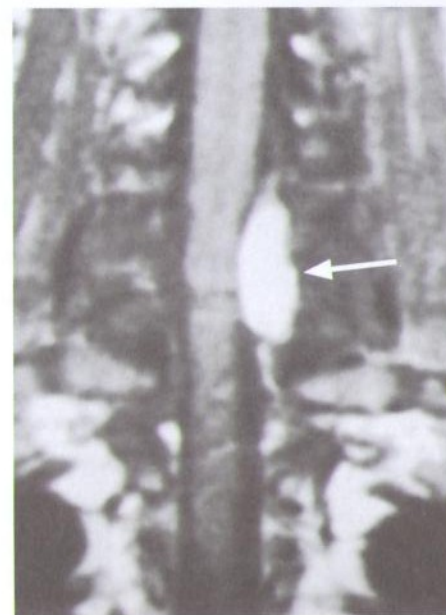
МРТ больного с клиникой нарастающего тетрапареза после травмы шейного отдела позвоночника. На фоне перелома дужки С5-позвонка — образование левосторонней эпидуральной гематомы с боковым сдавлением спинного мозга и его корешков (показано стрелкой).
